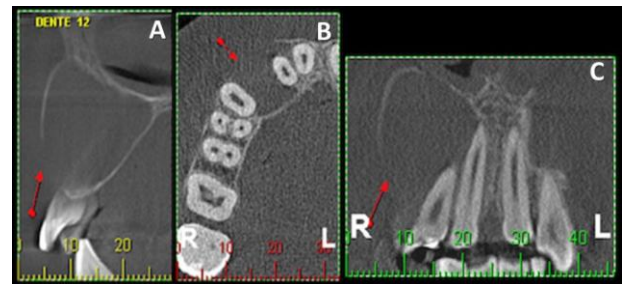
Tomografia computadorizada da maxila evidenciando dente 12 evidenciando rompimento da cortical. A) Corte sagital. B) Axial. C) Coronal. Fonte: os Autores.
